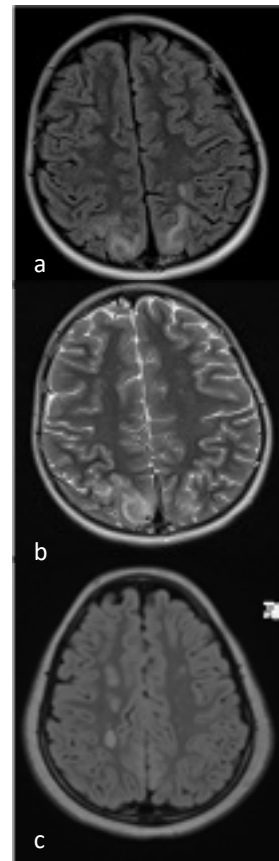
RM cerebral caso 1 (a y b) y 2 (c)
